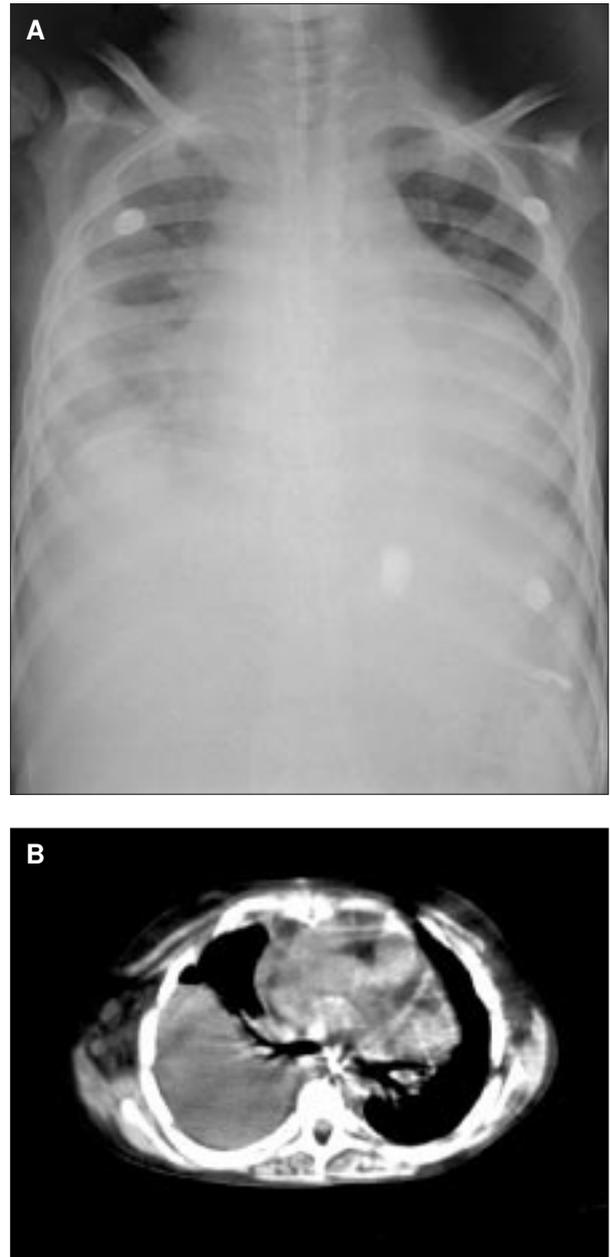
A) Radiografía simple de tórax previa a la pleurodesis que muestra derrame pleural hasta tercio medio de hemitórax derecho. B) TC tórax de alta resolución. Corte infracarinal en el que se observa derrame pleural derecho que colapsa el parénquima pulmonar subyacente.
